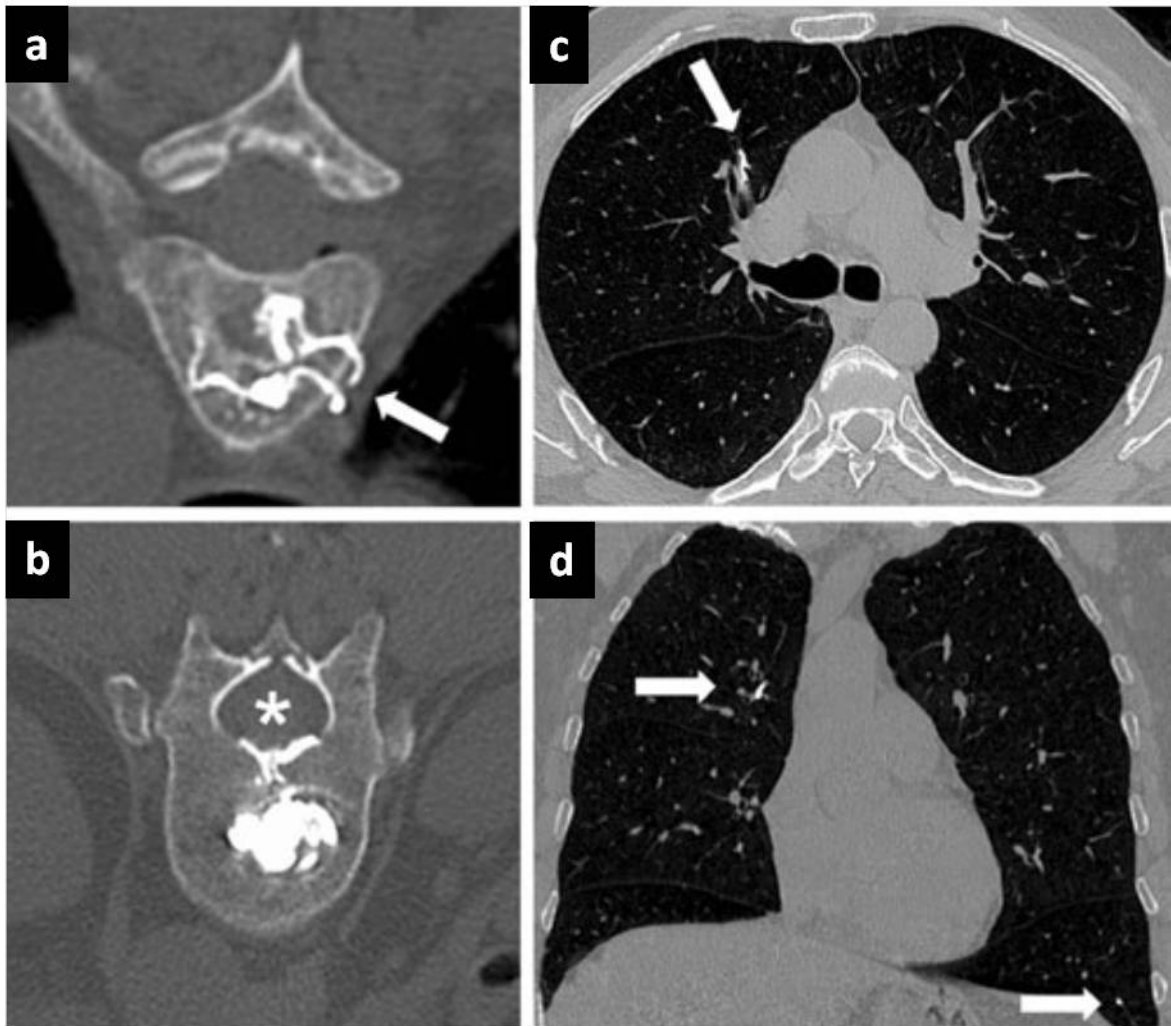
59-jähriger Patient mit zwei schmerzhaften Osteolysen in BWK 5 und 12 bei multiplem Myelom. Während der Zementapplikation kam es zur venösen Leckage über eine paravertebrale (a) sowie eine epidurale Vene (b). In einer CT-Verlaufsuntersuchung einen Monat nach Intervention zeigten sich periphere segmentale Zementembolien im rechten Oberlappen (c, Pfeil) und linken Unterlappen (d, Pfeil)
